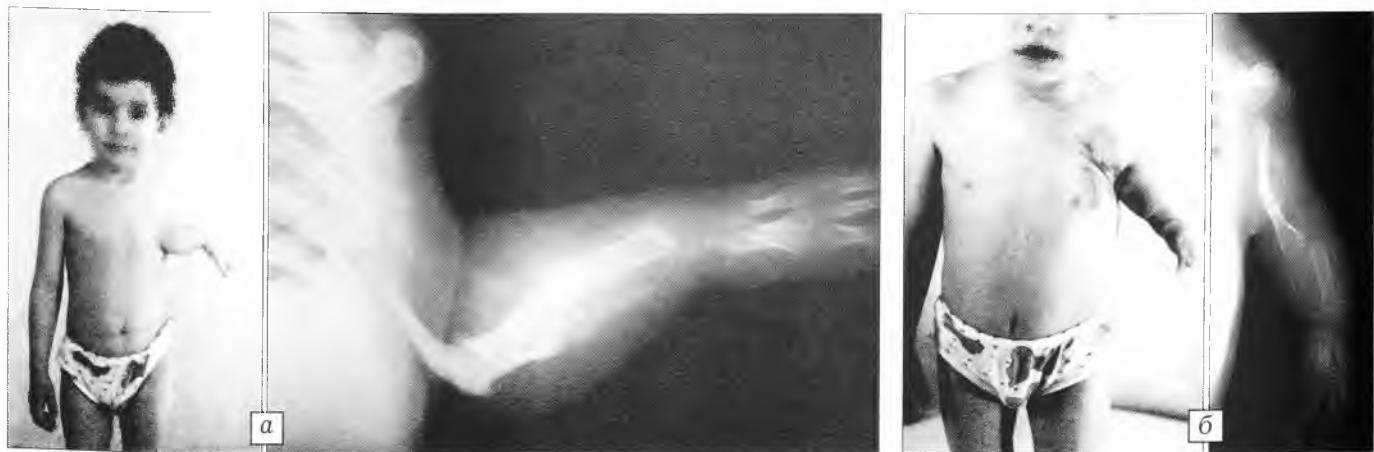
Внешний вид и рентгенограммы больного Н.А. 4 лет с проксимальной формой врожденной эктромелии левой верхней конечности.
